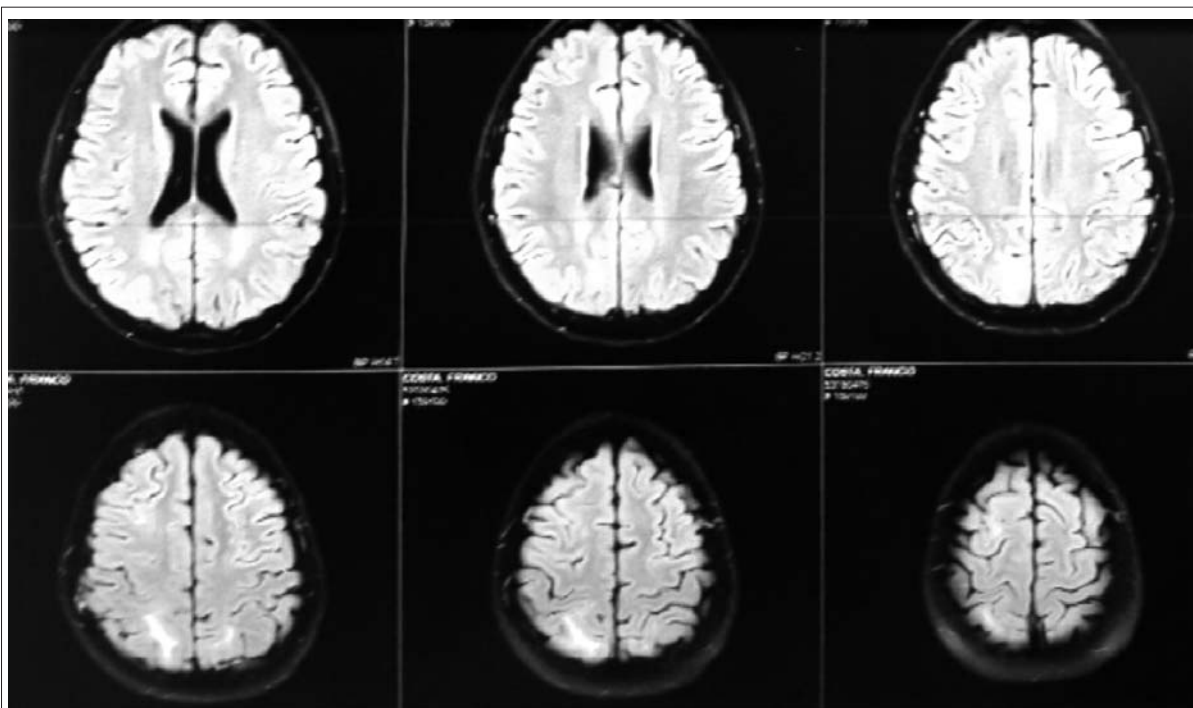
Resonancia magnética correspondiente al caso 4, donde se evidencian áreas de señal anormal subcorticales parietales posteriores bilaterales. Hiperintensas en T2 y Flair. Hipointensas en T1, sin restricción de la difusión.
